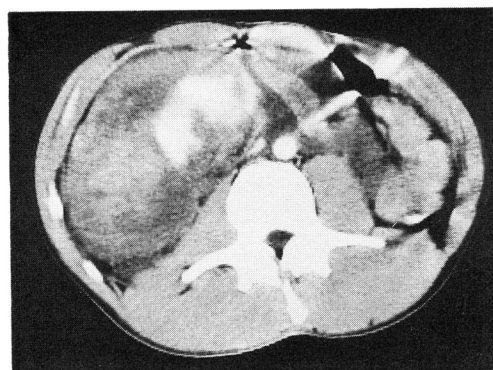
Case 1: An enhanced CT scan showed a large right perirenal hematoma and enhancement of a left renal fragment.
